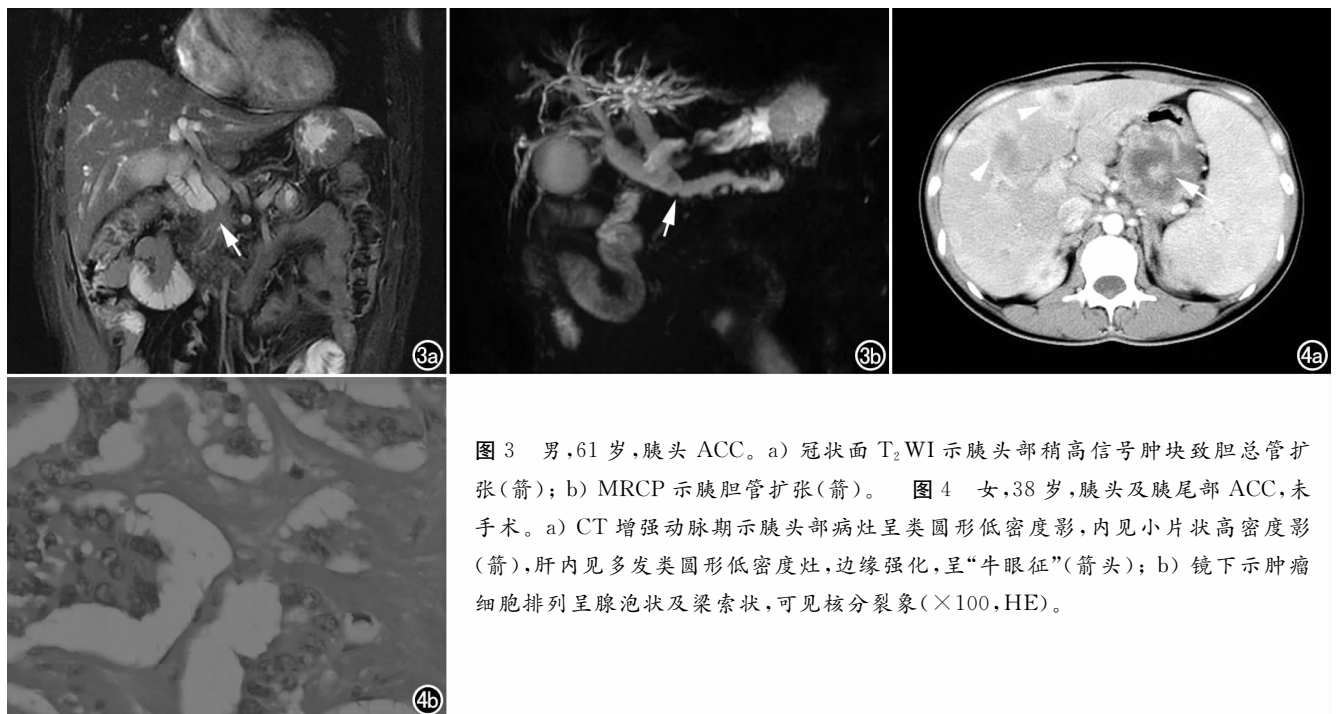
男,61 岁,胰头 ACC。a) 冠状面 T_2 WI 示胰头部稍高信号肿块致胆总管扩张(箭); b) MRCP 示胰胆管扩张(箭)。图 4 女,38 岁,胰头及胰尾部 ACC,未手术。a) CT 增强动脉期示胰头部病灶呈类圆形低密度影,内见小片状高密度影(箭),肝内见多发类圆形低密度灶,边缘强化,呈“牛眼征”(箭头); b) 镜下示肿瘤细胞排列呈腺泡状及梁索状,可见核分裂象($\times 100$, HE)。
